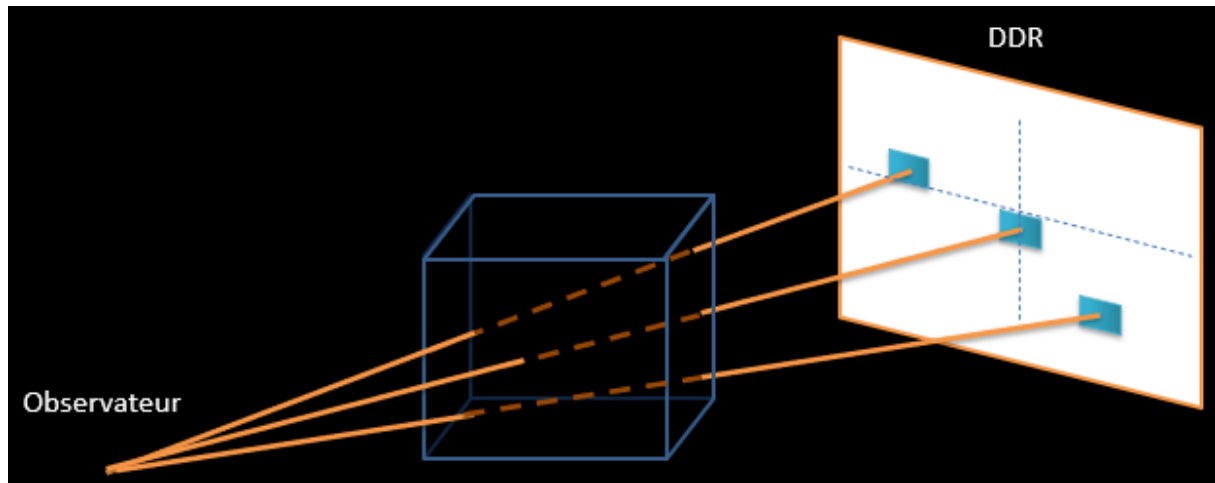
10 Principe de la projection radiographique de synthèse (Digitaly Reconstructed Radiograph).
